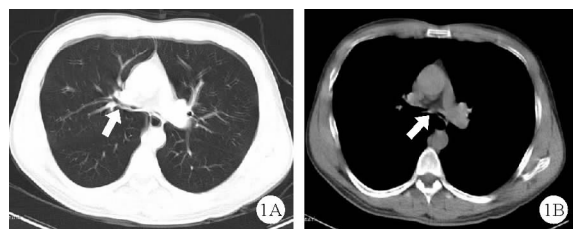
患者胸部 CT 检查结果:呼气相气管管腔狭窄更加明显,如箭头所示(A:肺窗,B:纵隔窗)
